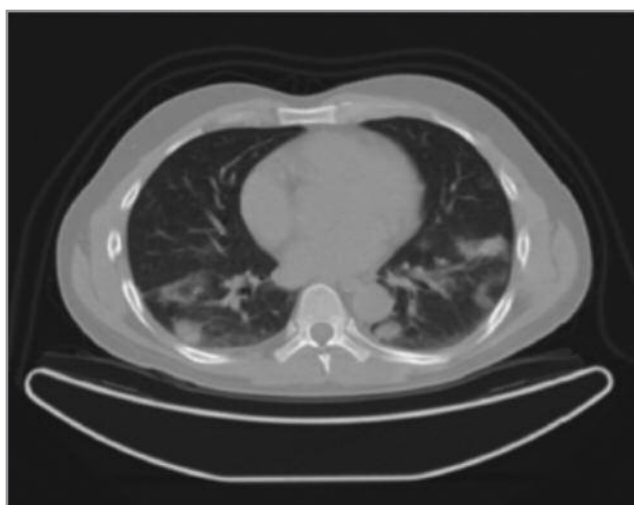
Данные КТ высокого разрешения, демонстрирующие мультифокальные, периферически расположенные зоны консолидации и уплотнения по типу матового стекла, а также признак «галло» у пациента с гранулематозным поражением легких при ПБХ [16]
